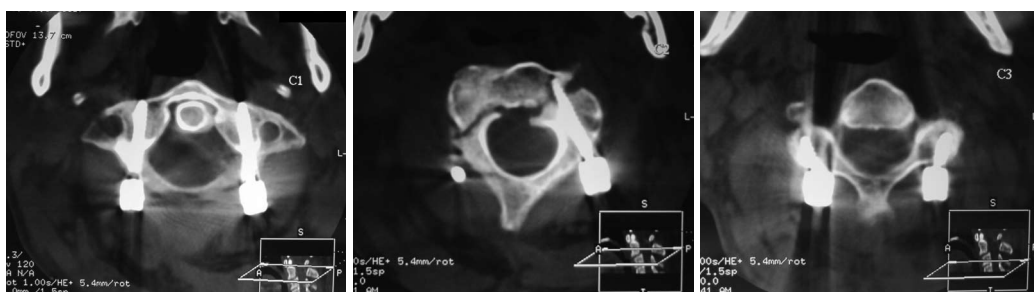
КТ контроль після операції.
